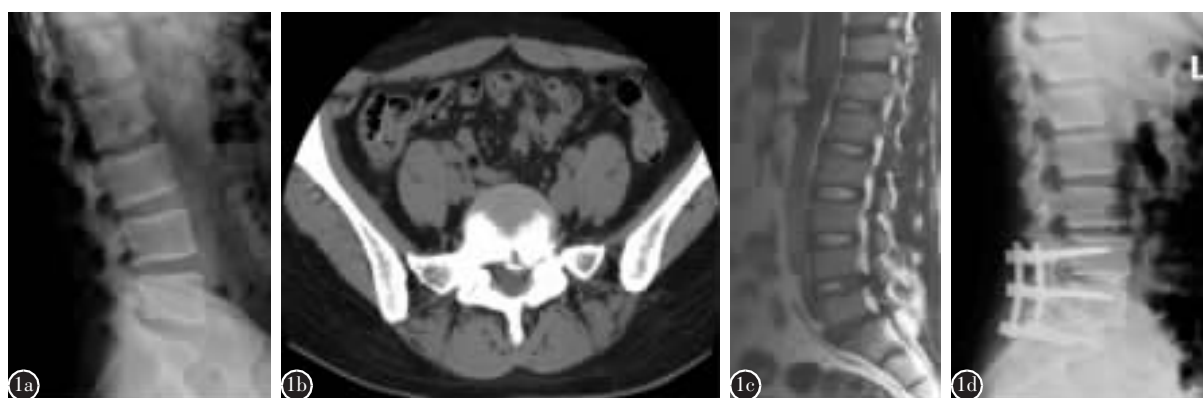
a 术前 X 线片示腰椎个别椎体楔形变角度大于 5° b CT 片示 SN 突破椎体后缘骨壁 c MRI 示多个终板呈现典型 SN 及终板不规则 d 术后 1 周复查 X 线片示内置物位置良好
